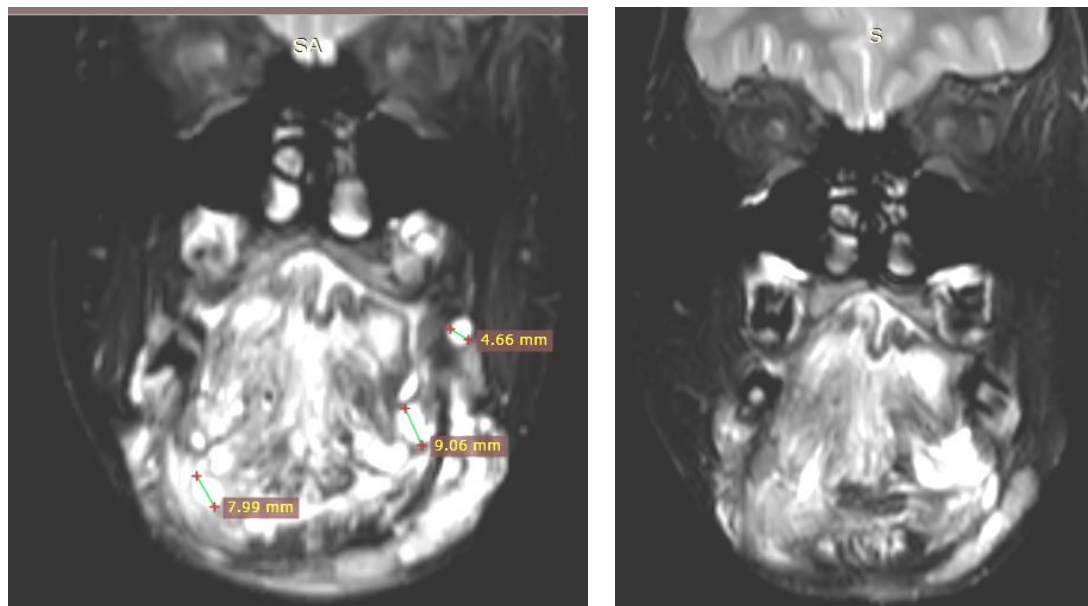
Положительная динамика на магнитно-резонансной томографии через 2 года после лазерной коагуляции (наблюдение Т. Б. Людчик)
